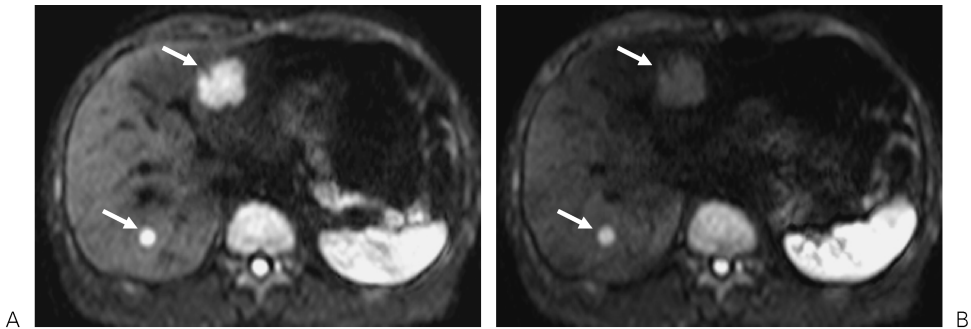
(A) DWI without butyl-scopolamine and (B) DWI with butyl-scopolamine of a 56-year-old male with multiple liver metastases due to colorectal cancer are shown. Two metastatic tumors (arrows) are noted in the lateral and posterior segments. The subcardiac signal loss in the lateral segment is observed on both images. The outline of the lateral segment can be indicated on A. However, it is hardly seen on B because of the subcardiac signal loss becomes more significant. The metastasis in the lateral segment shows obviously lower signal than the lesion in the posterior segment does on B.
